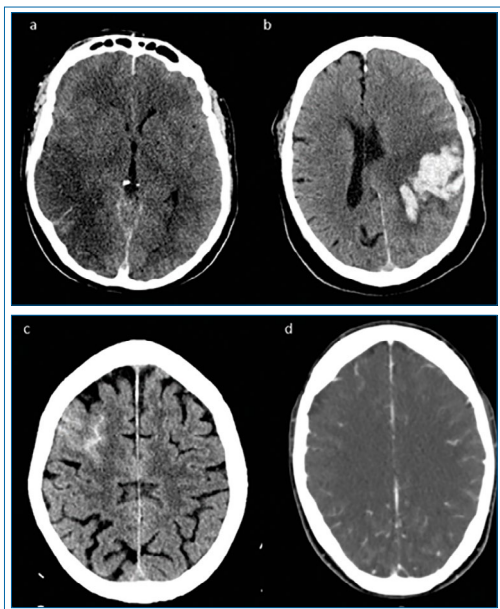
Hallazgos radiológicos en pacientes con TVC en TC basal (a-c) y angioTC venoso (d):
